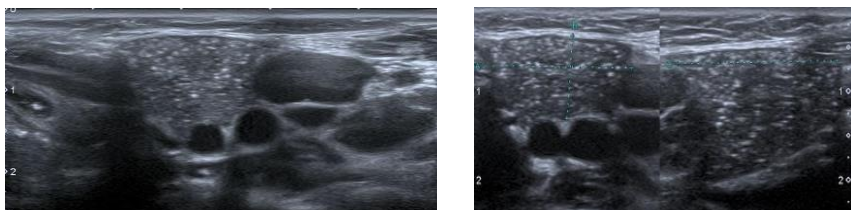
Timusul ectopic cervical, USG (a-transvers, b-longitudinal), băiat de 1,5 ani cu hipotireoza, examen de rutină. O formațiune de volum de țesut moale, relativ hipoeocogenă este observată inferior glandei submandibulare laterale de bifurcație carotidă și glandei tiroide, similar cu ecogenitatea timusului normal (sursa :<https://radiopaedia.org/cases/cervical-ectopic-thymus?lang=gb>)
